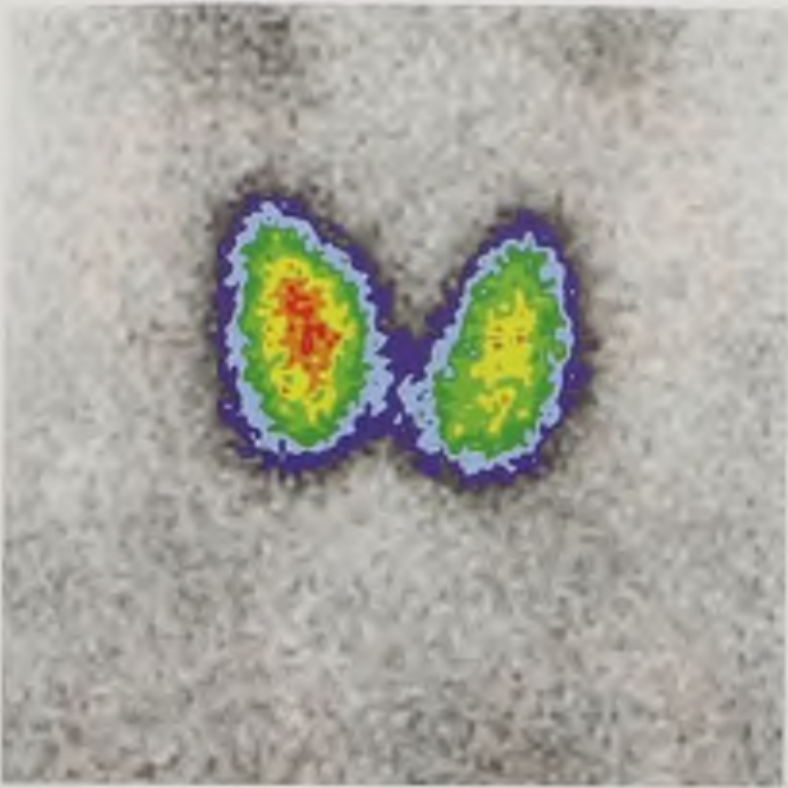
Статическая сцинтиграмма щитовидной железы. Норма
